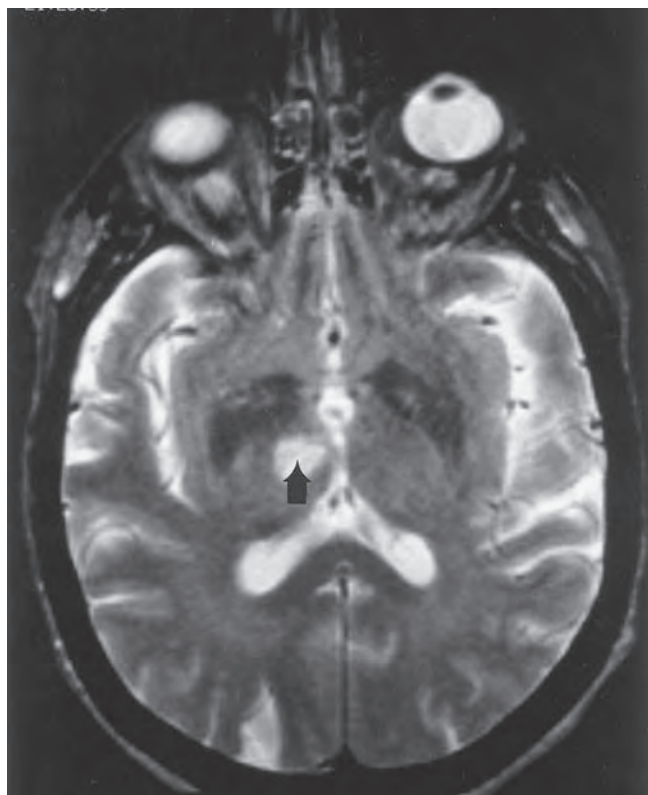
Imagen de resonancia magnética axial en fase T2 de un infarto (flecha) en el territorio talámico medial.
